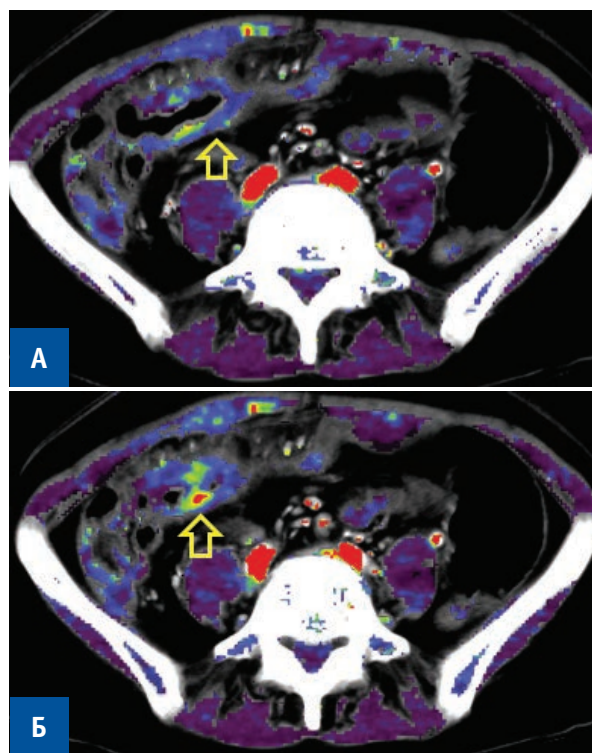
Перфузионная КТ. Параметрические карты BF. А — синее окрашивание утолщенных стенок поперечного отдела ободочной кишки (стрелка); Б — локальный участок гиперперфузии в утолщенной стенке кишки на границе с межкишечным инфильтратом (стрелка)
